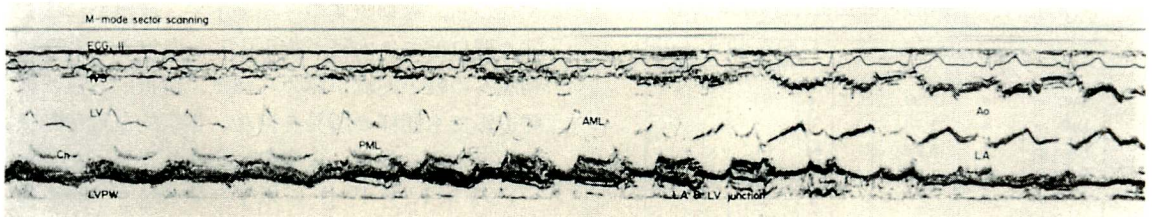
Echocardiogram obtained by sector scanning through the long axis of the left ventricle.
